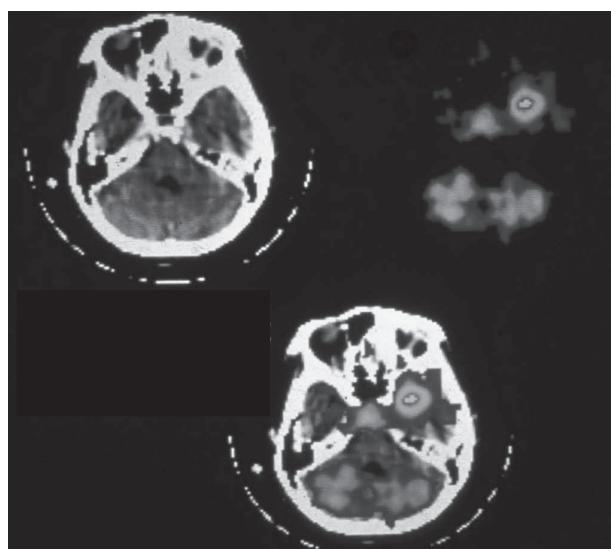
CT (左上) と¹¹C-メチオニンPET (右上) の重ね合わせ画像 (下) 「融合画像」の先駆け
